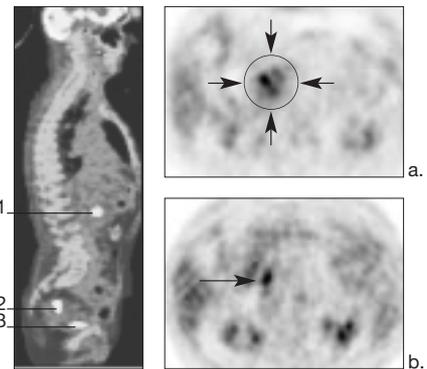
links: Sagittale Rekonstruktion des PET-CT bei Eintritt des Patienten: es zeigen sich eine FDG-Anreicherung im Pankreaskopf (1) sowie am rektosigmoidalen Übergang (2, 3).
